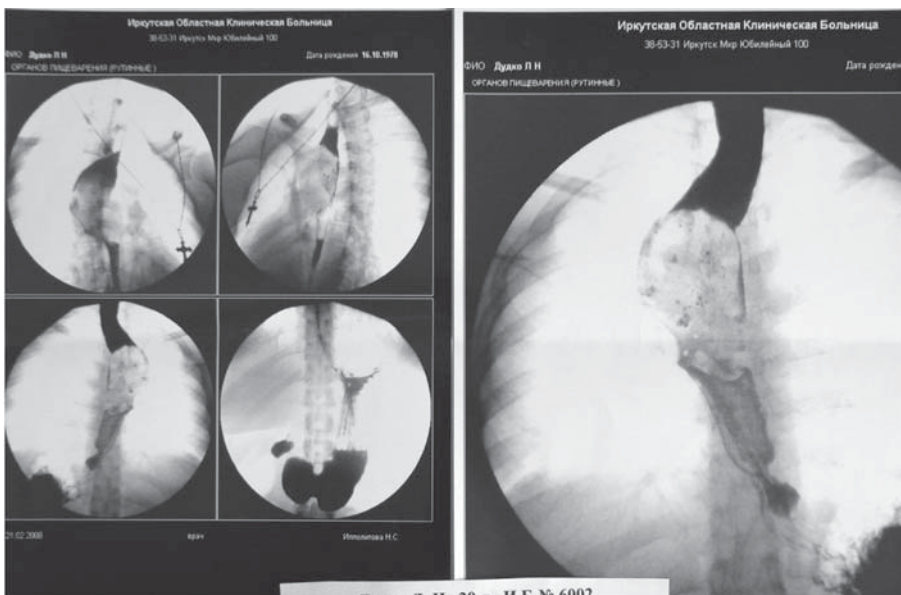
Рентгенограммы пищевода с контрастированием его у больной Д-о Л.Н., 29 лет от 21.02.2008 г. Виден дефект наполнения в пищеводе – он больших размеров, контуры его четкие, ровные, проходимость пищевода сохранена. Заключение рентгенолога – лейомиома пищевода.
